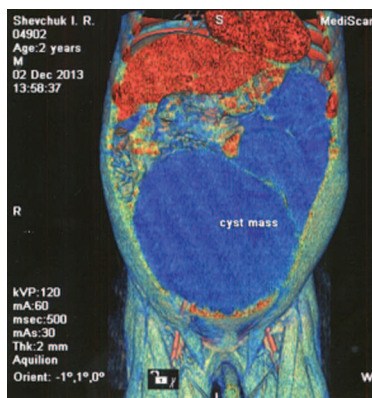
Хворий Ш., МКСХ №13885. СКТ 3 D реконструкція.
